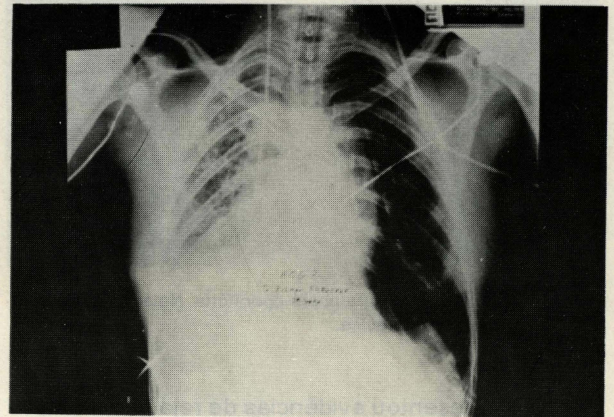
Caso nº 2: Radiografia no segundo dia de pós-operatório.
